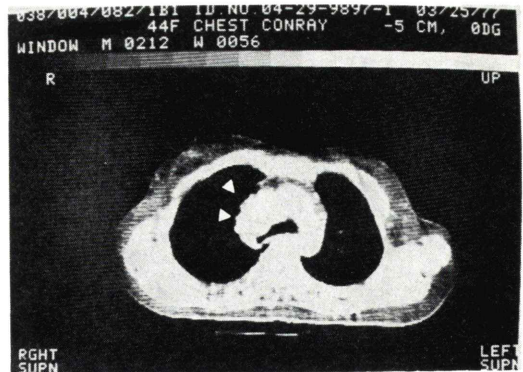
CT scan at level of the carina of case 4 demonstrates a mass right anterior to the carina (\blacktriangleleft).
